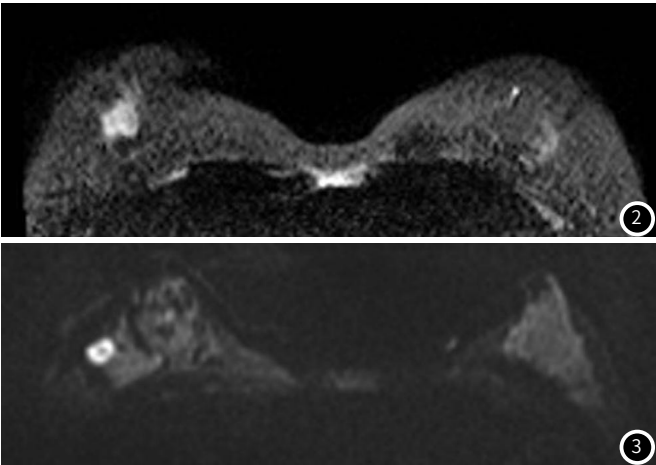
50岁女性，右乳导管原位癌，MRI-DWI上右乳偏外侧可见偏高信号结节。
